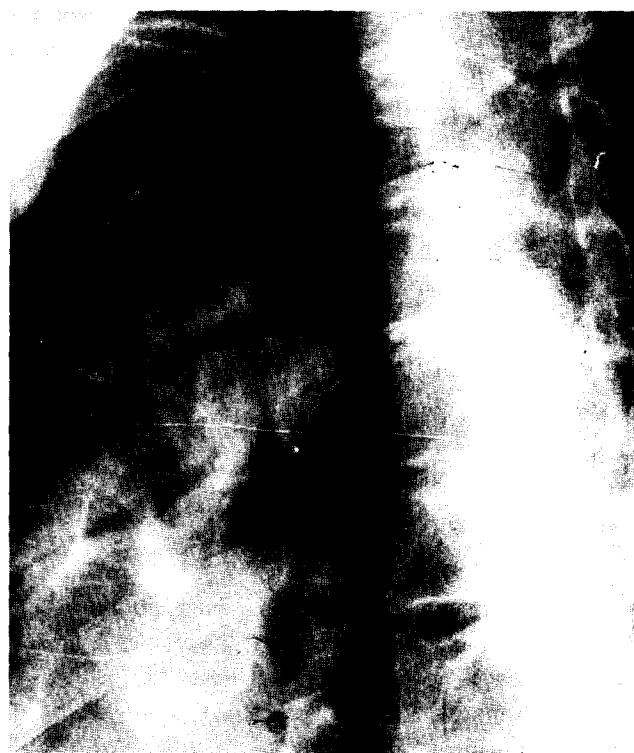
술전 방사선 투시 소견. 우측 주기관지와 기관의 이행부위 직상부에 기관 내면을 채우고 있는 종양의 모습이 뚜렷하게 보이고 있다.
